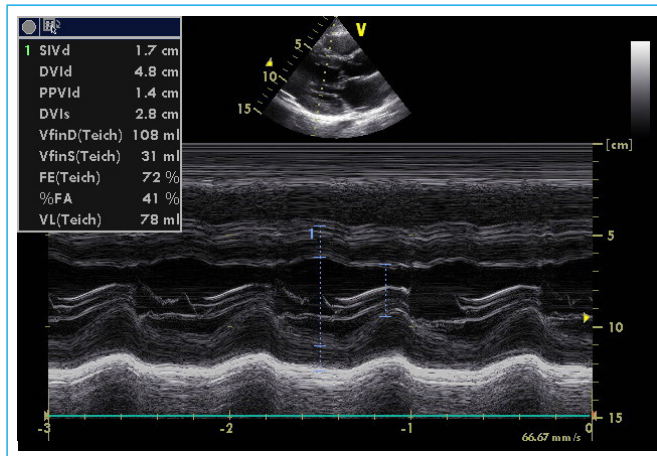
Ecocardiografía transtorácica (ETT) en modo M, plano eje largo paraesternal, muestra el aumento del grosor parietal izquierdo
